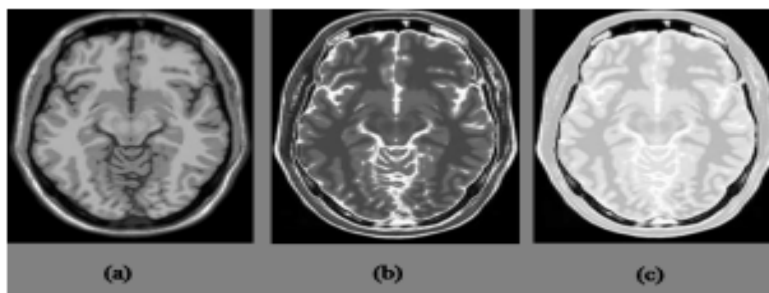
Différentes modalités d'images cérébrales IRM [26]
